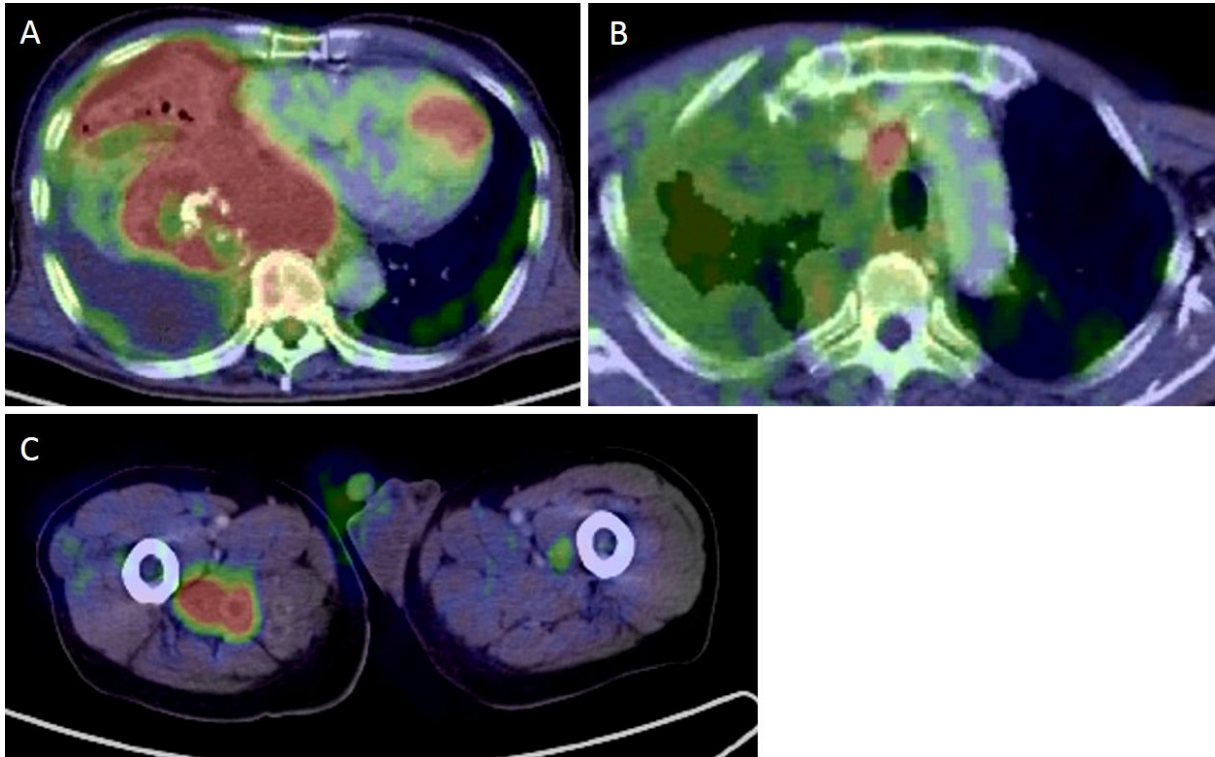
PET-CT demonstrated intense fluorodeoxyglucose accumulation in the right lung tumor (A), right inferior paratracheal lymph node (B), and the right femoral gluteus medius muscle (C).
